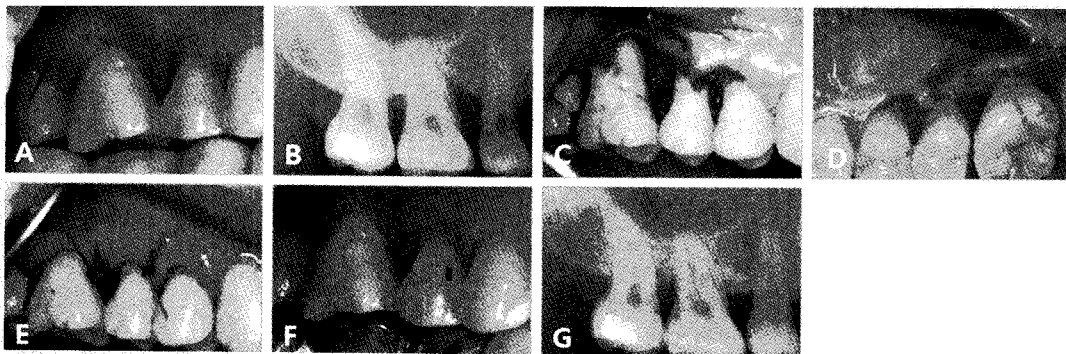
A, B 술전 임상 및 방사선 사진 C. 상악우측 제1대구치의 수술 모습- 2벽성 골내낭 D. 상악우측 제1대구치의 수술 모습- 2벽성 골내낭 (설측). E. 봉합 후 사진 F. G 술후 6개월의 임상 및 방사선 사진
